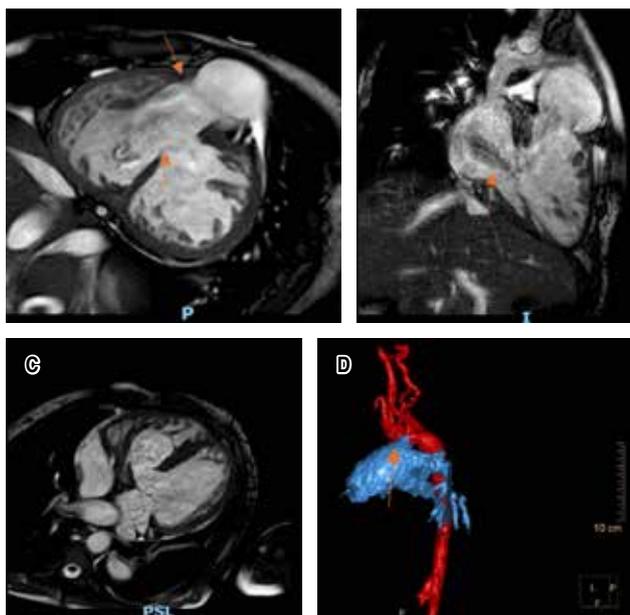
Resonancia magnética A) Corte transversal a nivel de tracto de salida de VD: comunicación interventricular. B) Corte sagital a nivel de válvulas tricúspide y pulmonar. C) CIV, ausencia de válvula aórtica. D) Reconstrucción 3D por angiioresonancia magnética: TAP dilatado, PCA.
